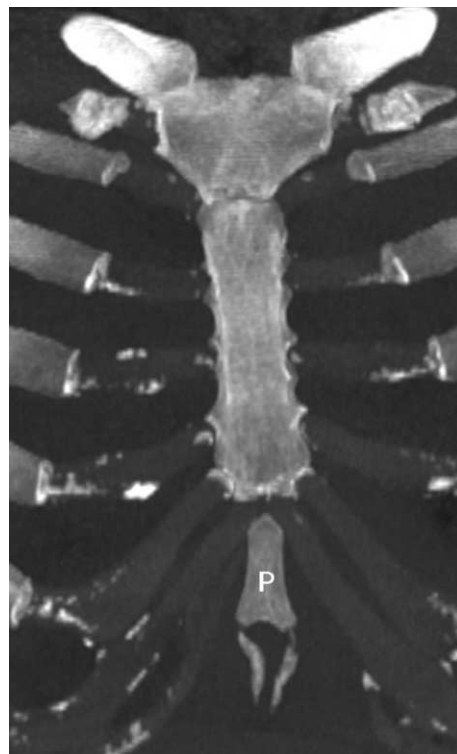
Unusual shaped xiphoid process in a 32-year-old man. Coronal CT image using slab MIP technique shows pendant like xiphoid process (P).
